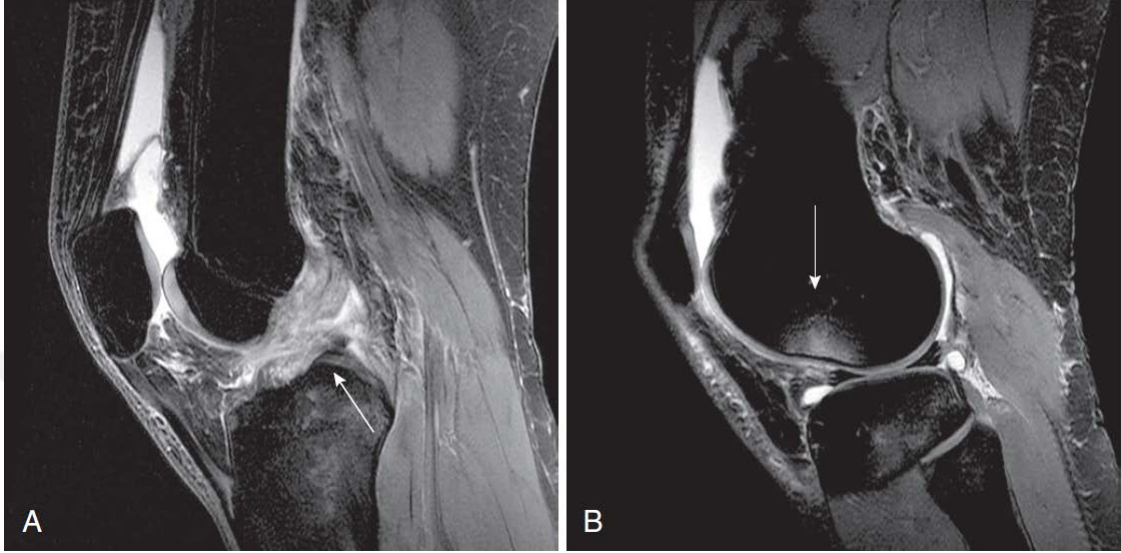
Diz eklemının MRG T1-T2 Görüntü Kesitleri (Campbell's Operative Orthopaedics, 11 ed., 2013)
